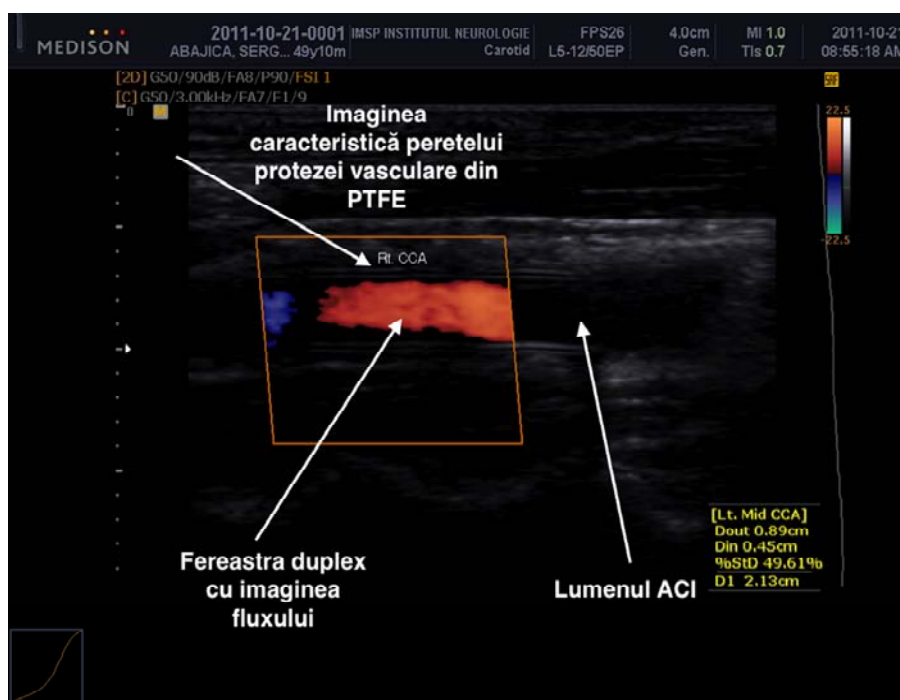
Imaginea USG duplex postoperatorie
